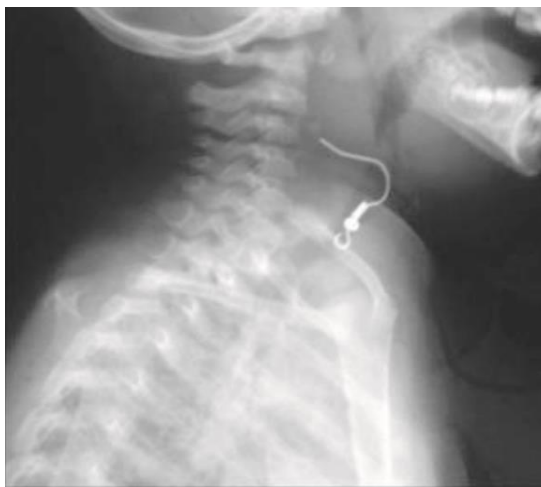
Radiografía lateral de tórax donde se observa un arete en la laringe. Alvarado-León, U., et al. *Cuerpos extraños alojados en las vías aérea y digestiva. Diagnóstico y tratamiento.* Acta Pediatr Mex, 2011.
